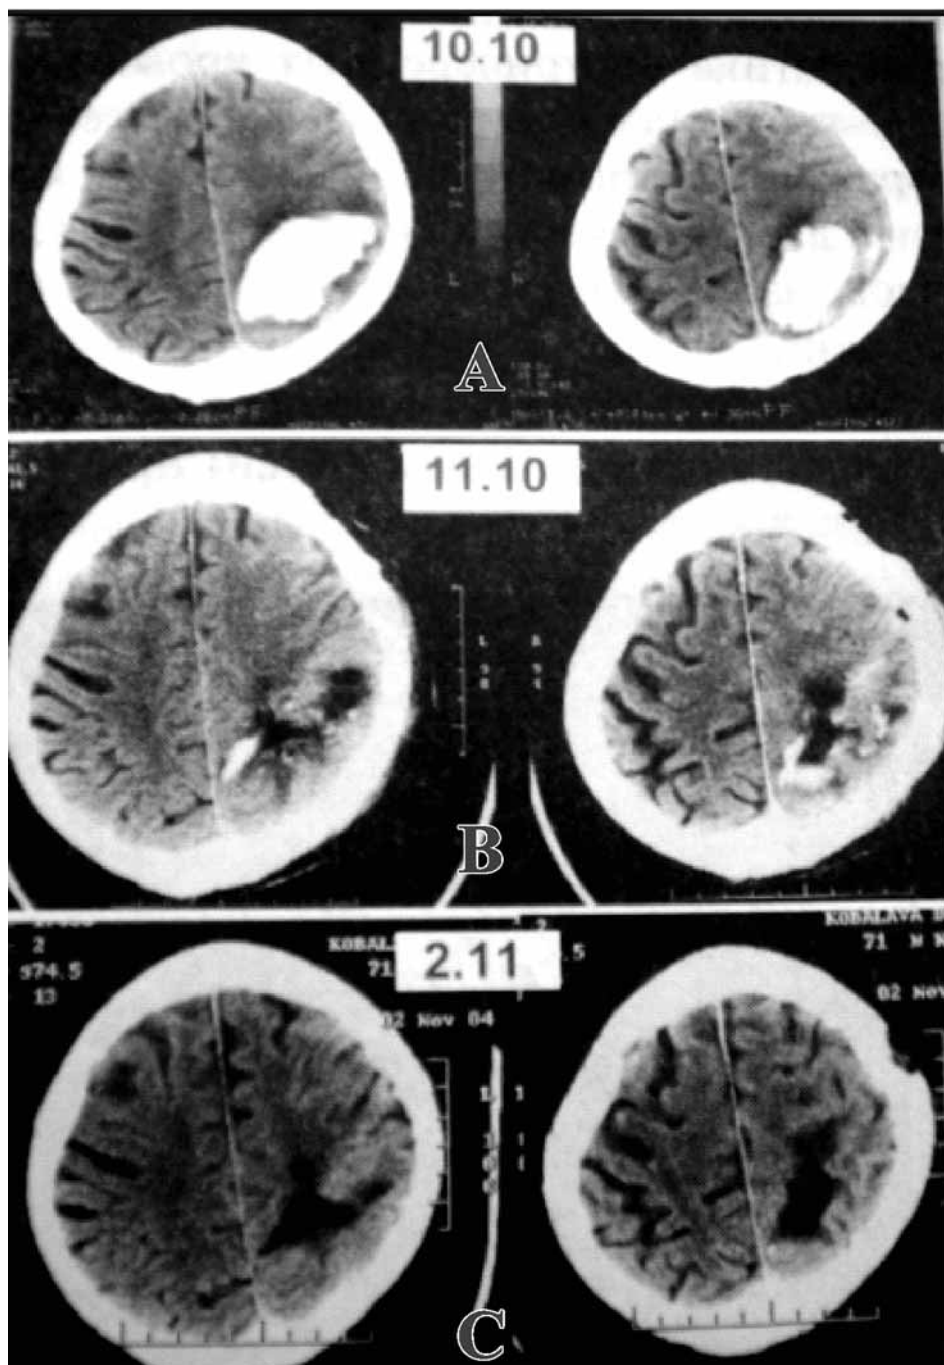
Dinamica imaginii CT pre- (A) și postoperatoriu (B, C) a hematomului intracerebral. Sunt indicate datele cercetării: B) lipsa recidivei de hemoragie și creșterea edemului cerebral perifocal la o zi după operație; C) dinamică pozitivă cu regresivitatea acțiunii de volum a hematomului asupra structurilor cerebrale în următoarele zile postoperatorii.
